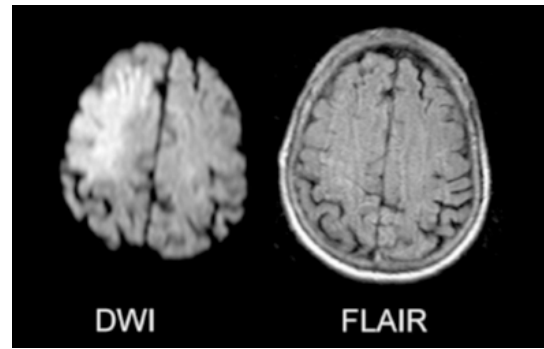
就寝中に発生した急性期脳梗塞の画像。右 (水抑制画像 : FLAIR) では明らかな所見がないが、左 (拡散強調画像 : DWI) では、梗塞域が高信号に描出されている (水分子の動きが制限されている)。(Rimmele DL and Thomalla G, *Front. Neurol.*, 26 March 2014 より)
